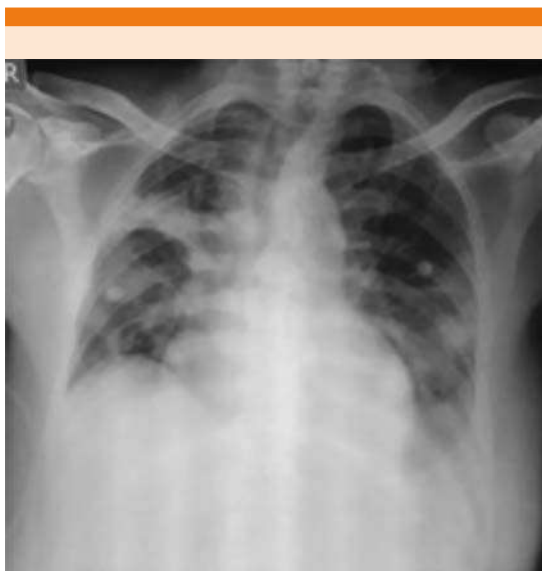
Radiografía de tórax, infiltrado perihiliar superior derecho con áreas consolidativas con discreto broncograma aéreo de aspecto infeccioso.
